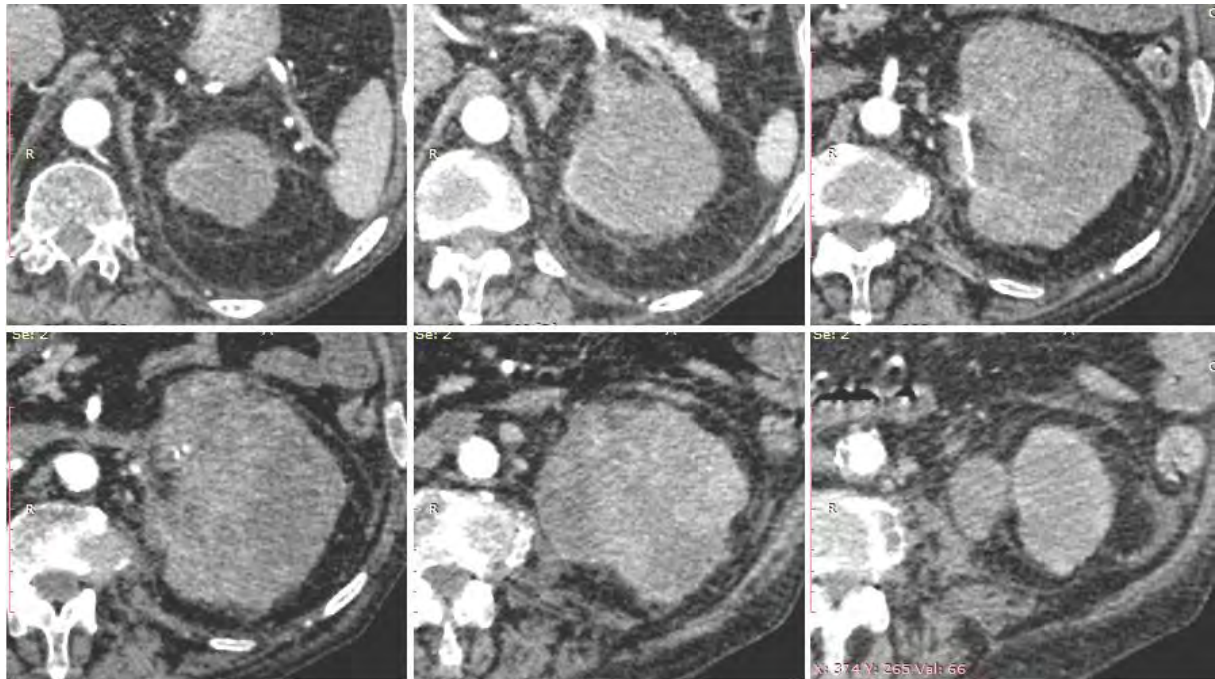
Coupes axiales de la TDM avec injection de PDC au temps artériel montrant la tumeur rénale gauche.
